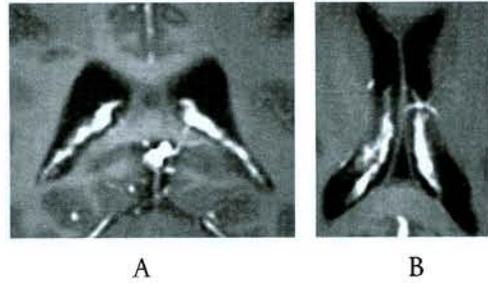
Plexo coroideo visto en Resonancia Magnética
